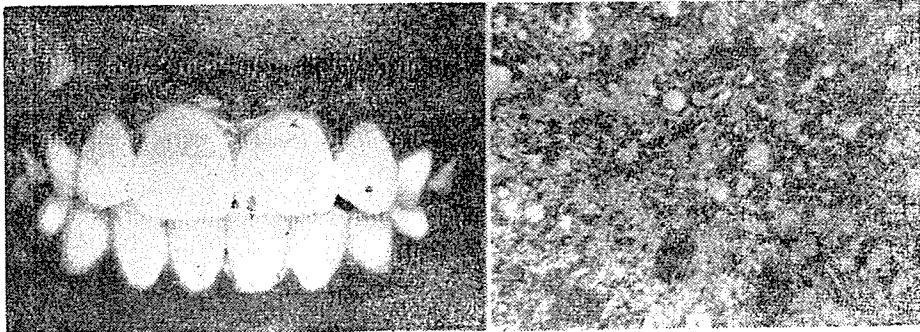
Finished Class IV restoration, radiograph of which is shown in Fig. 10.
